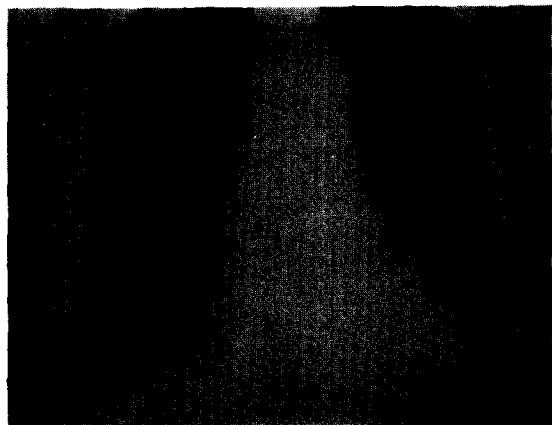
Admission chest roentgenogram showing slight widening of ascending aorta and cardiomegaly.
